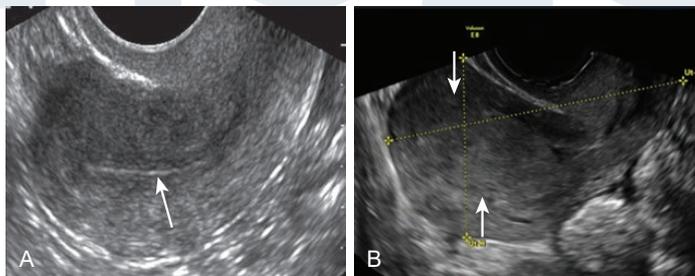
Evaluación del grosor del eco endometrial en una paciente con sangrado postmenopáusico. (A) Imagen longitudinal de la ecografía transvaginal del útero que muestra un grosor del eco endometrial normal y una línea delgada blanca y distintiva (flecha) totalmente visible a lo largo de toda la vista longitudinal hasta el orificio cervical interno. (B) Una vista longitudinal de un útero en una paciente con una malignidad endometrial serosa de alto grado demostrando un cáncer de endometrio, expandiéndose en la cavidad endometrial, y una unión endometrial-miometrial indistinta (flechas).
